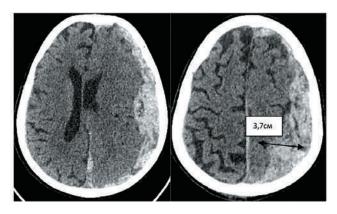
МСКТ головного мозга пациентки К. Острая субдуральная гематома левого полушария. Стрелкой обозначена максимальная толщина гематомы — 3,7 см
